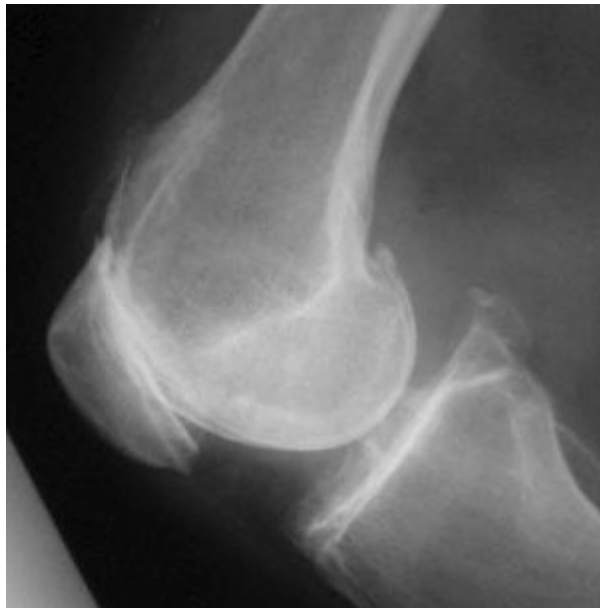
Radiographie de profil d'un genou droit (inclus dans l'étude) visualisant un pincement > 50% du compartiment fémoro-patellaire avec la présence d'ostéophytes.
